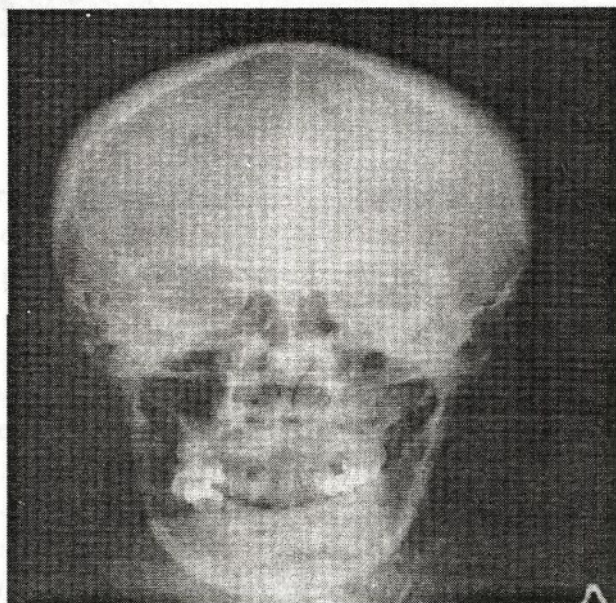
Radiografia craniului în incidență frontală.
